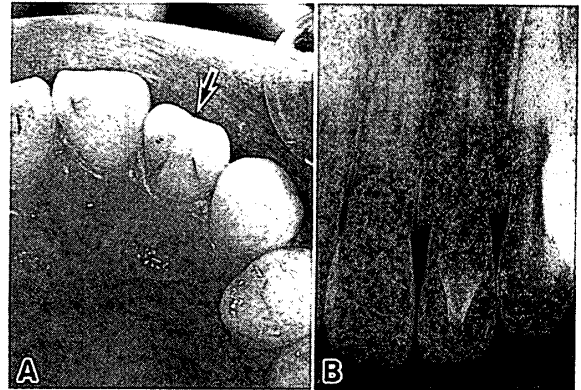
A talon cusp of the upper lateral incisor (arrow, 24-year-old woman). Intraoral view (A) and radiograph (B).
